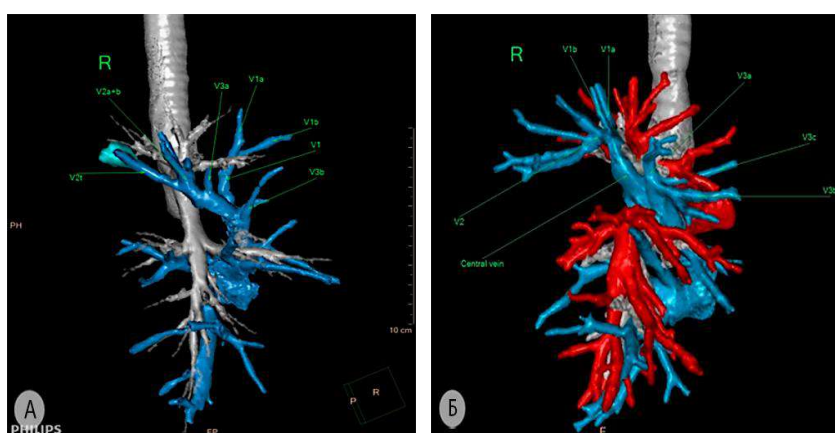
Варианты оттока артериальной крови от верхней зоны правого лёгкого (3D-реконструкция МСКТ-АГ) а – формирование верхней ветви верхней лёгочной вены посредством слияния апикальной (V^1) и центральной ($V^2+V^3a+V^3b$) вен; б – формирование верхней ветви верхней лёгочной вены посредством слияния центральной (V^1+V^2) и передней сегментарной (V^3) вен. V^1 – апикальная вена; V^2 (V^2a+b) – задняя сегментарная вена с притоками; V^3a , V^3b , V^3c – субсегментарные вены переднего сегмента верхней зоны. Central vein – центральная вена
